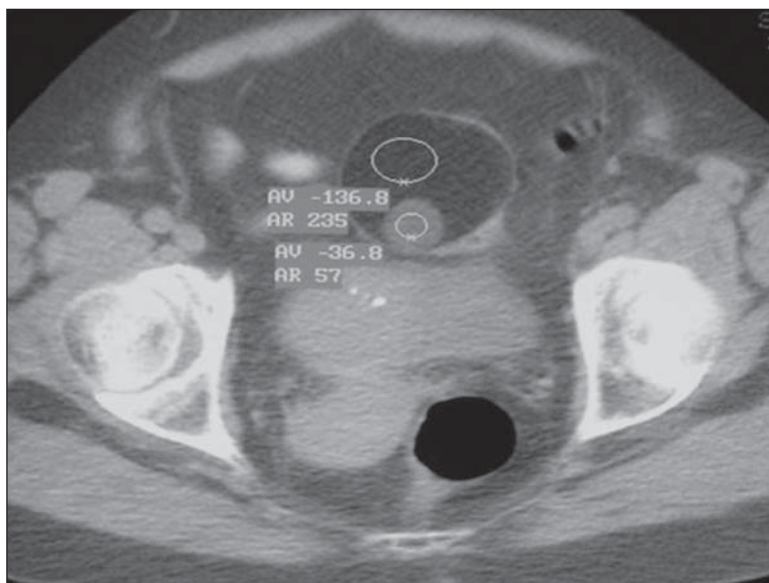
Teratoma maduro de ovário. Corte axial de TC da pelve sem injeção de meio de contraste. Observa-se a presença de imagem nodular de contornos bem definidos na região anexial, apresentando componentes internos com atenuação negativa (-136 UH), o que confirma a sua natureza gordurosa e o diagnóstico de teratoma maduro.
